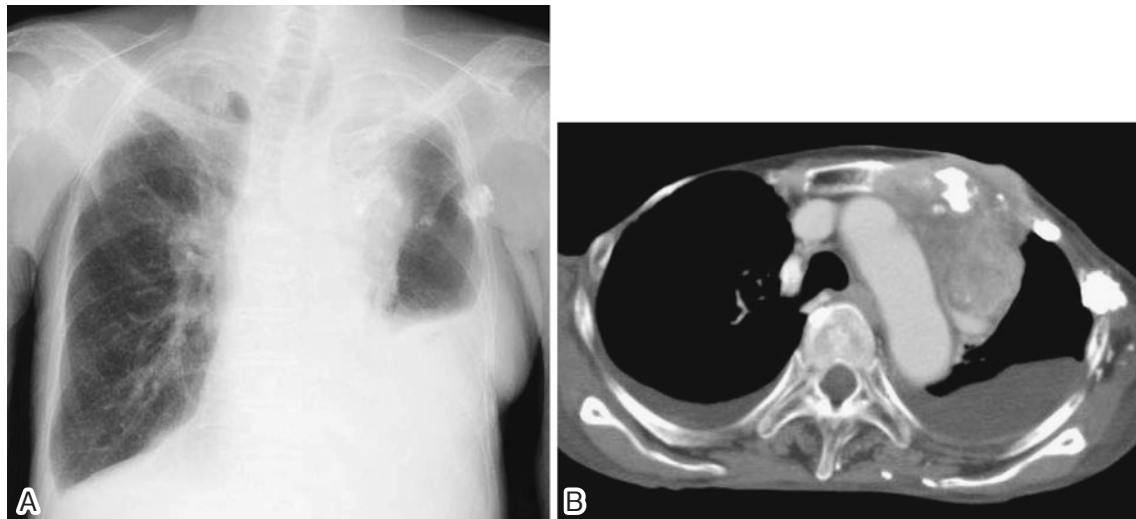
(A) Chest X-ray film showing a calcification in the left upper lobe, and hypolucency in the apical portion of the left lung, and bilateral pleural effusion. (B) Chest CT scan showing a tumor extending from the apical portion of the left lung to the anterior chest wall.
